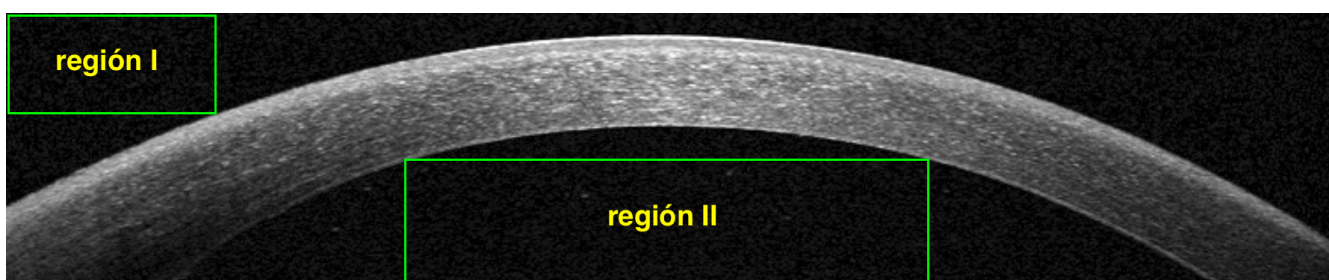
Tomografía de paciente con uveítis el que dos regiones (I y II) han sido seleccionadas.
